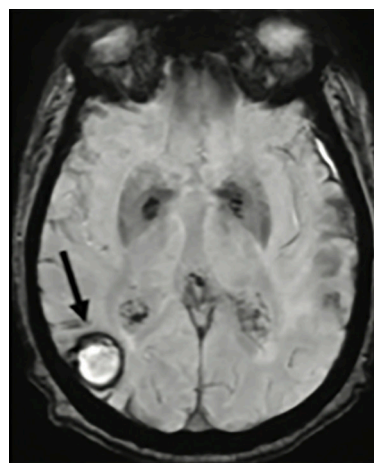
RM cerebral axial, imagen GE T2, representa imagen clásica de hematoma cortical, con diagnóstico verificado por biopsia de AAC, simulando metástasis, en mujer de 70 años, carcinoma papilar de peritoneo (19).
